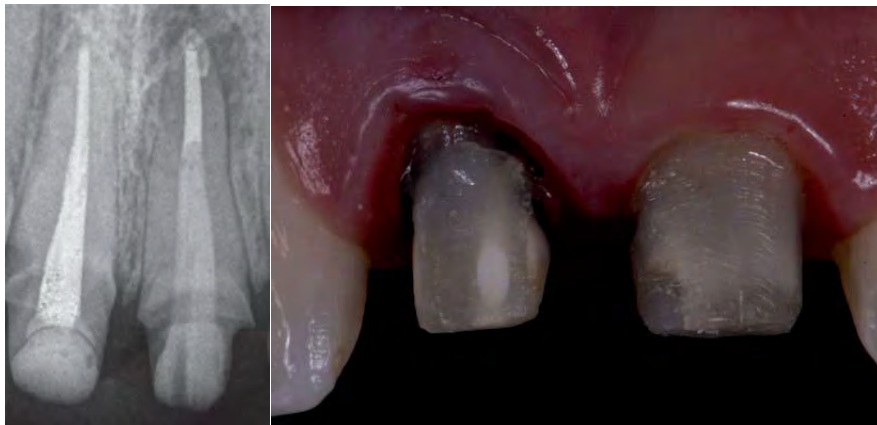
Radiografía final y conformación del muñón.
